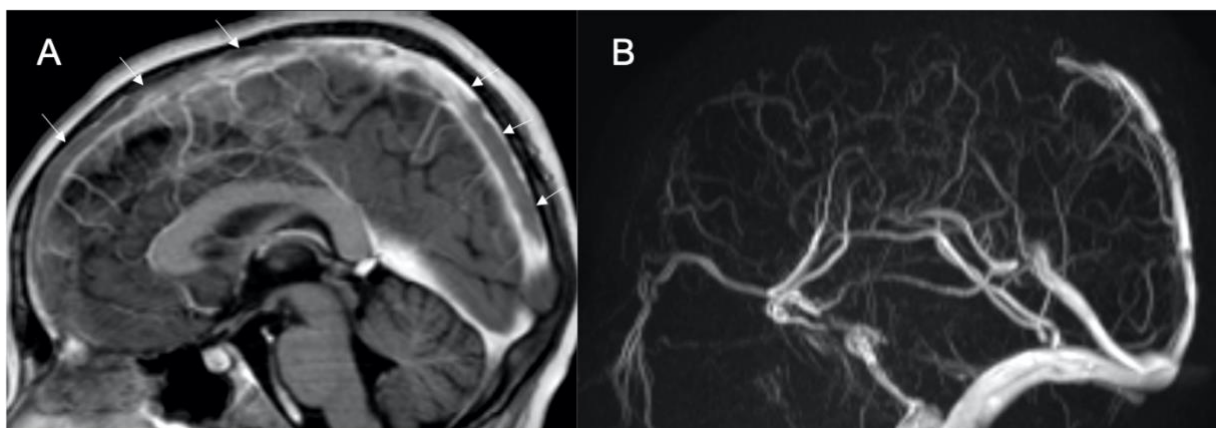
Cas 33 : Enfant de 11 ans : céphalées et vomissements en phase d'induction avec asparaginase d'une LAL pré-B. À l'IRM, la séquence sagittale T1 après injection (A) et la séquence d'angio-IRM veineuse montrent un défaut d'opacification du sinus longitudinal supérieur (flèches) témoignant d'une TVC à ce niveau.
